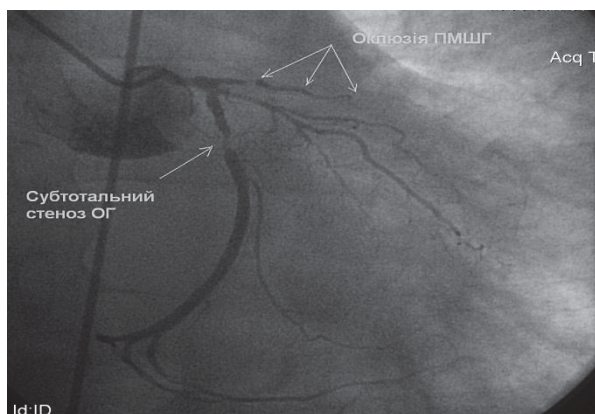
Рентгенконтрасна коронарографія хворого Л. Субтотальний стеноз огинаючої гілки, оклюзія передньої міжшлуночкової гілки.
